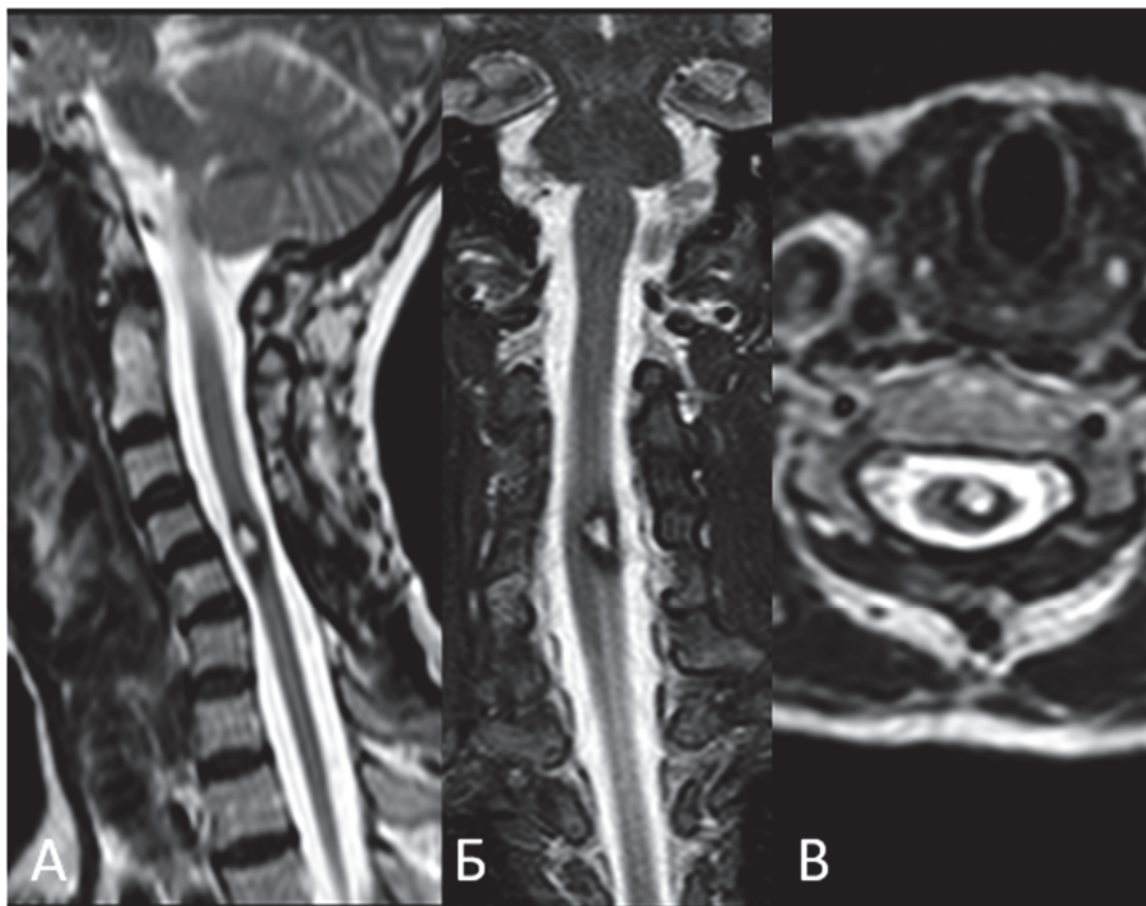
Пациентка К-ва, послеоперационные МРТ шейного отдела позвоночника в режиме T2 в сагиттальной (А), фронтальной (Б) и аксиальной (В) проекциях (описание в тексте)
